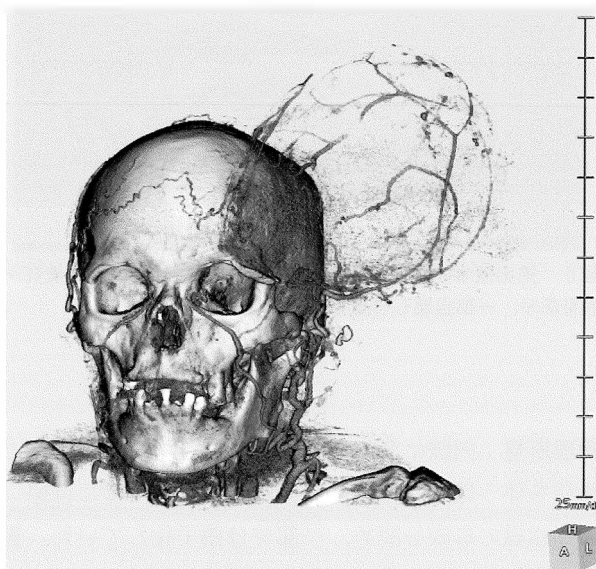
頭部造影CT検査 血管再構築像：腫瘍は浅側頭動脈から栄養されている。
